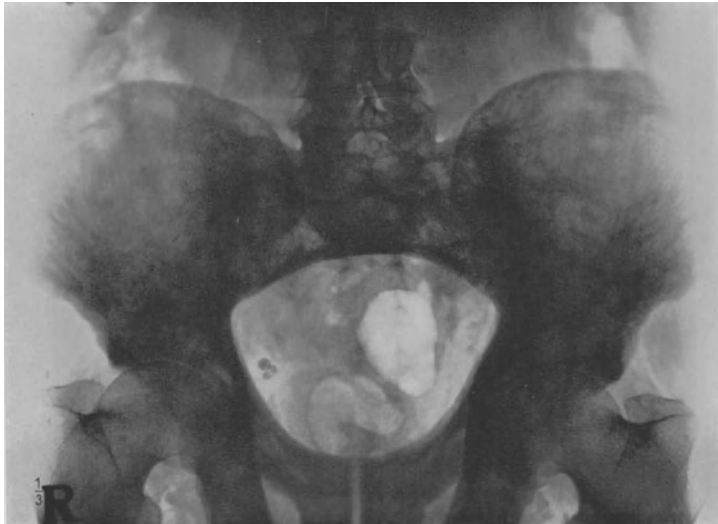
Aufnahme des Beckens. Osteoporose der Beckenschaufel. (Röntgeninstitut Krankenhaus im Friedrichshain.)
